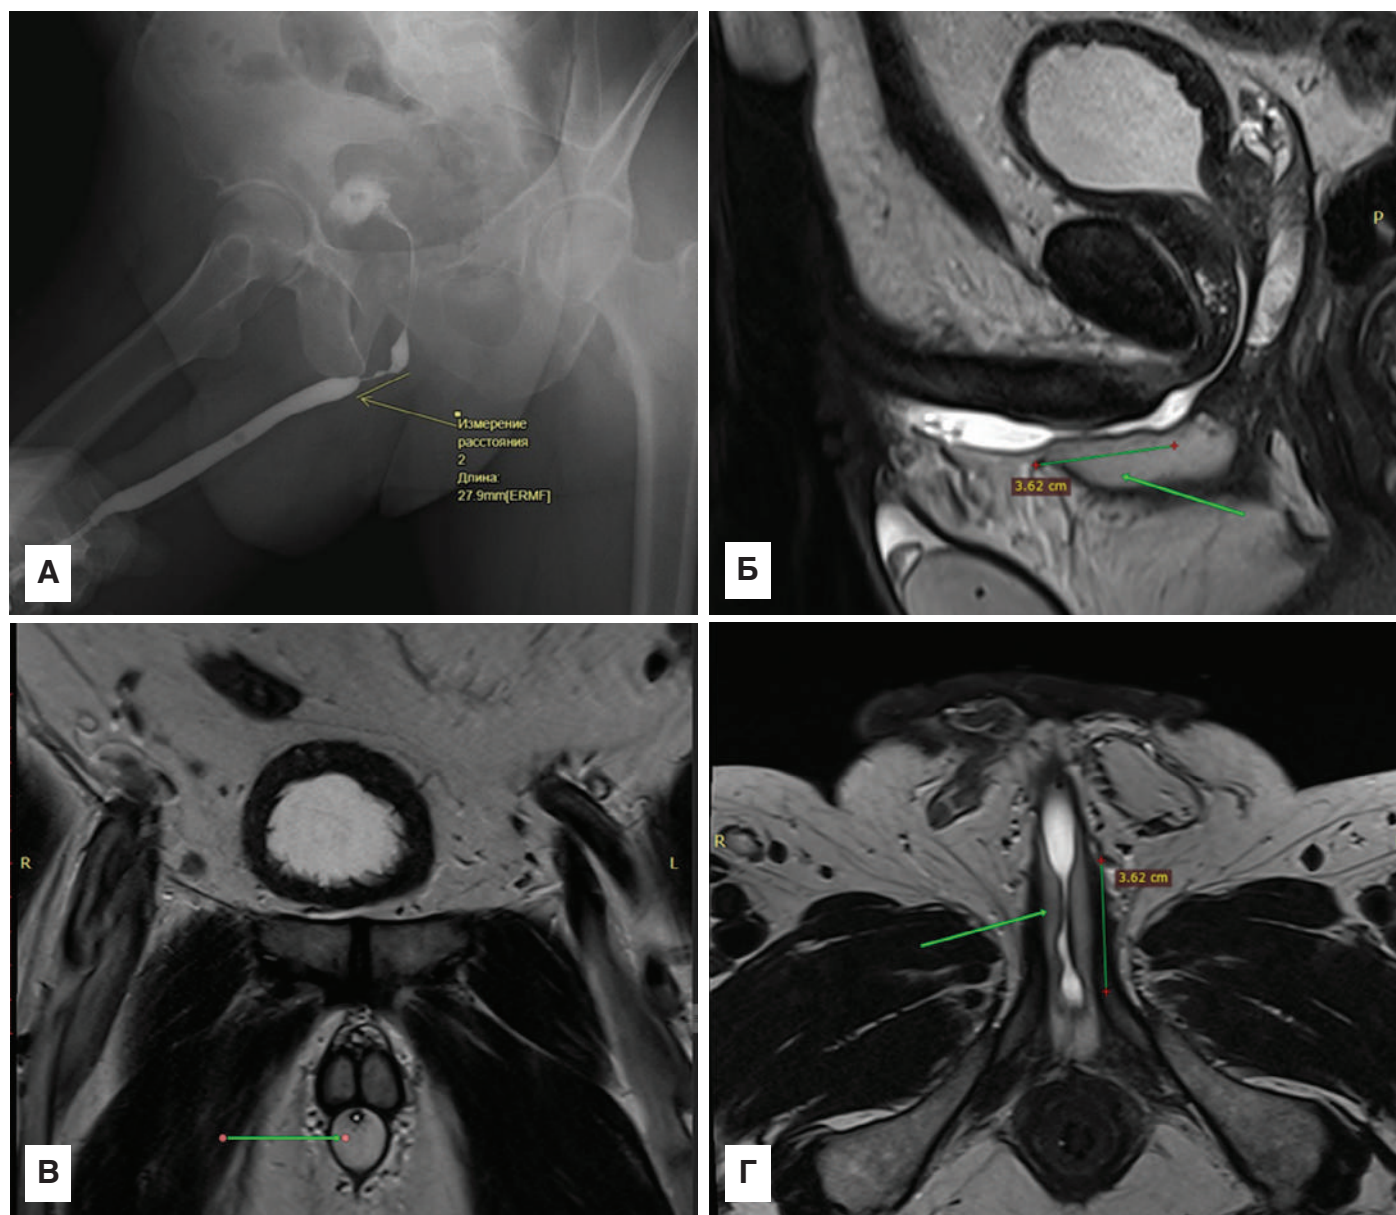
Длинная стриктура передней уретры без спонгиоза: А – РУГ; Б – сагиттальная плоскость МРТ; В – коронарная плоскость МРТ; Г – аксиальная плоскость МРТ (стрелки указывают на спонгиозное тело, в котором во всех проекциях отсутствуют рубцовые изменения)
